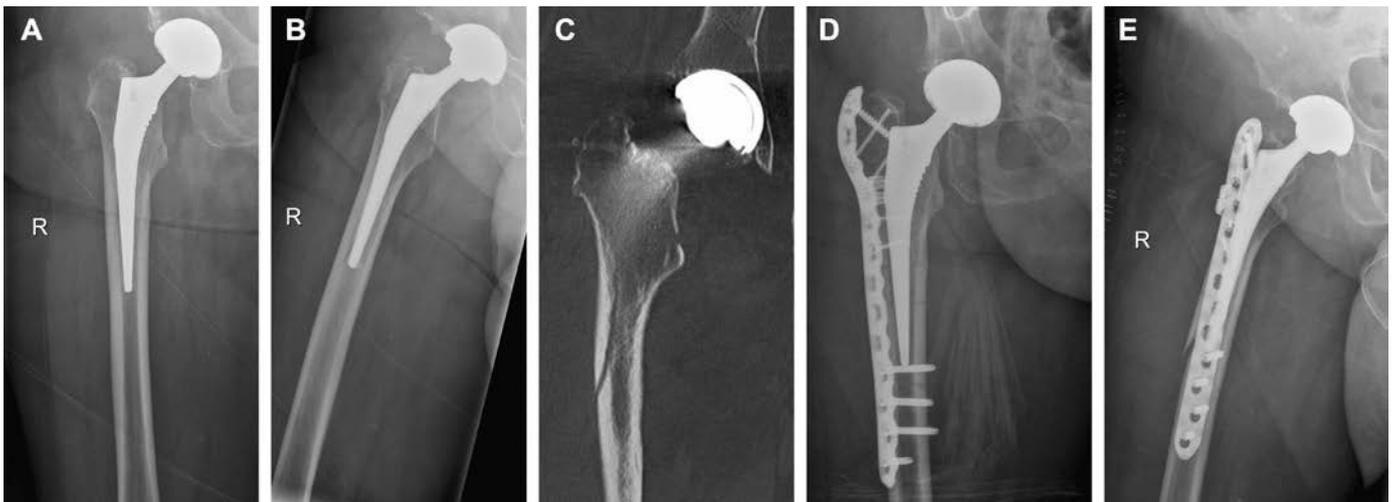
Operative Versorgung einer Vancouver-B1-Fraktur (A, B) bei einer 82-jährigen Patientin mittels einer LCP-Platte (D, E). In der präoperativen CT-Untersuchung ist die undiszierte Fraktur deutlich zu sehen (C)
